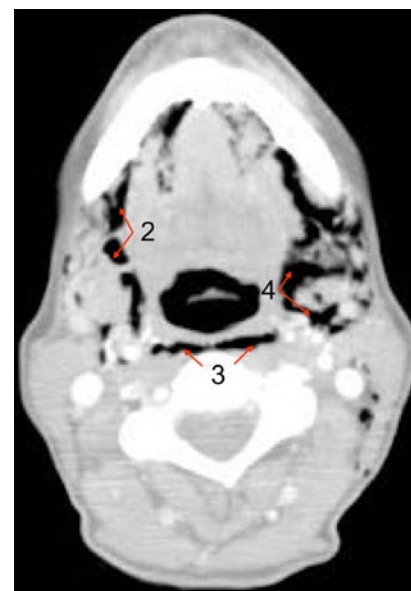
▲ KM-verstärktes Hals-CT-Bild, axiale Schichtführung 3 mm, Lungenfenster. Luftkolektionen submandibulär (2), retropharyngeal/„danger space“ (3) und im „carotid space“ (4). KM Kontrastmittel
